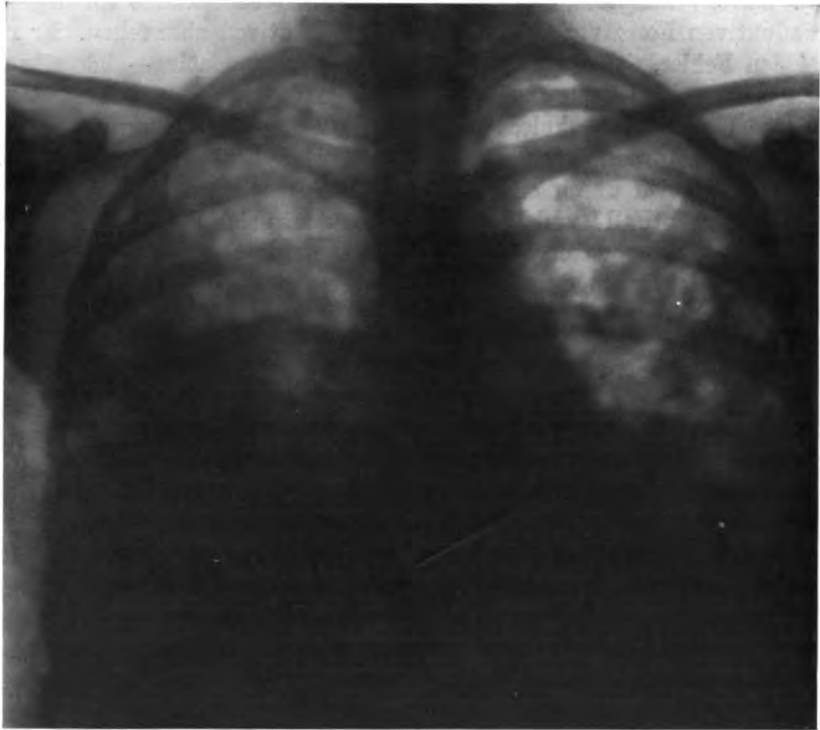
Irmgard C. Platte I: Rechts unten bis 4. Rippe starke gleichmäßige Verdunklung, darüber bis über markstückgroße, ganz verwaschene, ziemlich intensive Schattenflecke. Links über die ganze Lunge ausgebreitete Herde wie rechts. Röntgendiagnose: Exsudative lobuläre Herde beiderseits, Exsudat rechts unten. Klinische Diagnose: Exsudative Tuberkulose.
